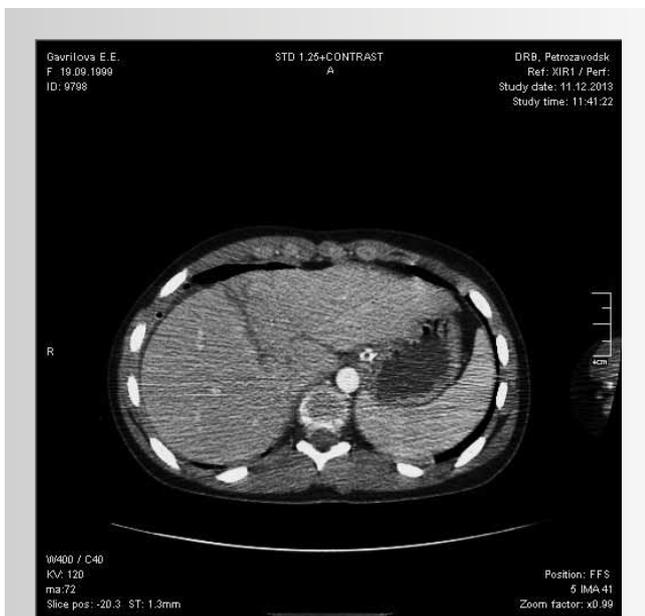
Девочка 14 лет с закрытой травмой печени (КТ аксиальная проекция) – разрыв правой доли печени
